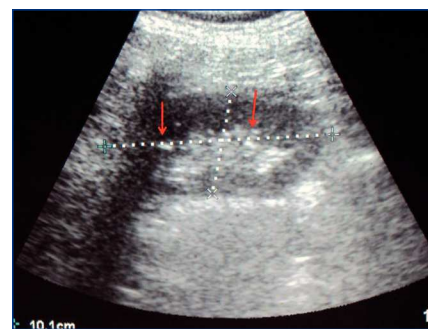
Ultrasonido renal con hiperecogenicidad medular sugestiva de calcificaciones.
